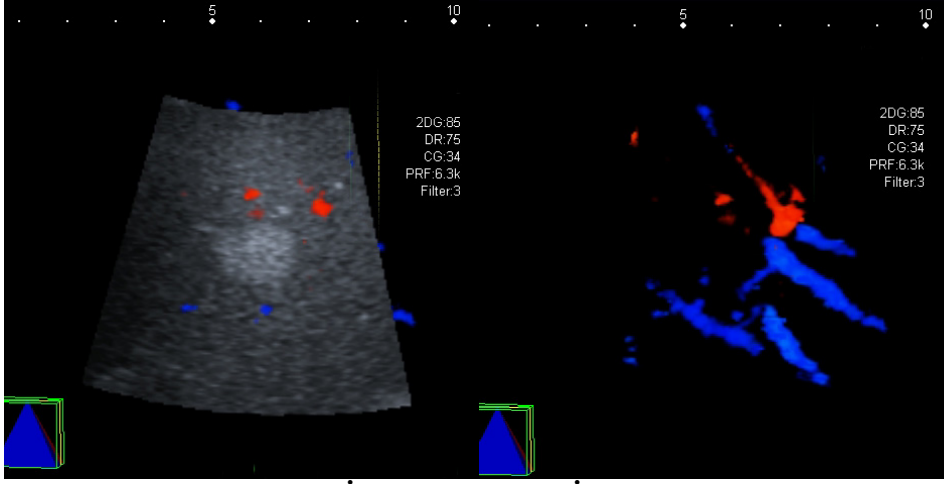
2B Doppler İncelemelerinde Akım Paternlerinin Görünümü
